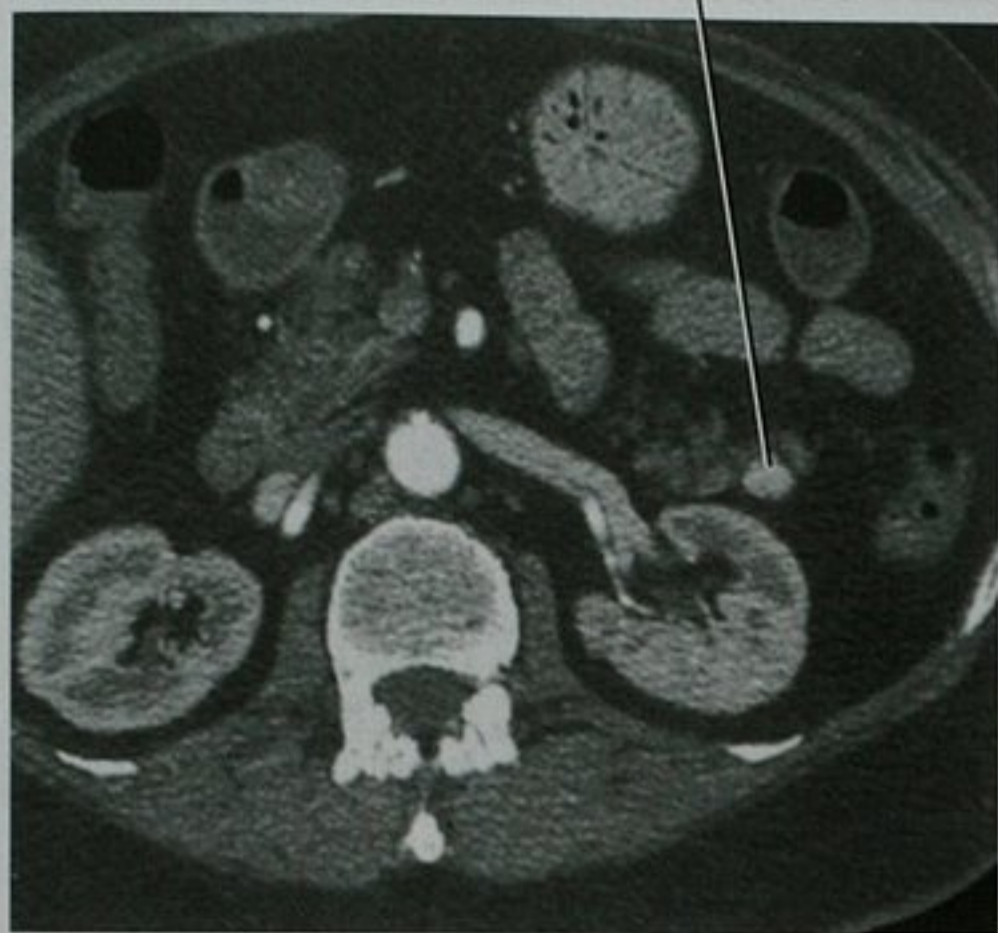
促胃液素瘤患者,通过胰尾层面的横断面动脉期增强 CT 图像,手术中又发现另外两个促胃液素瘤和一个肝脏的转移灶
